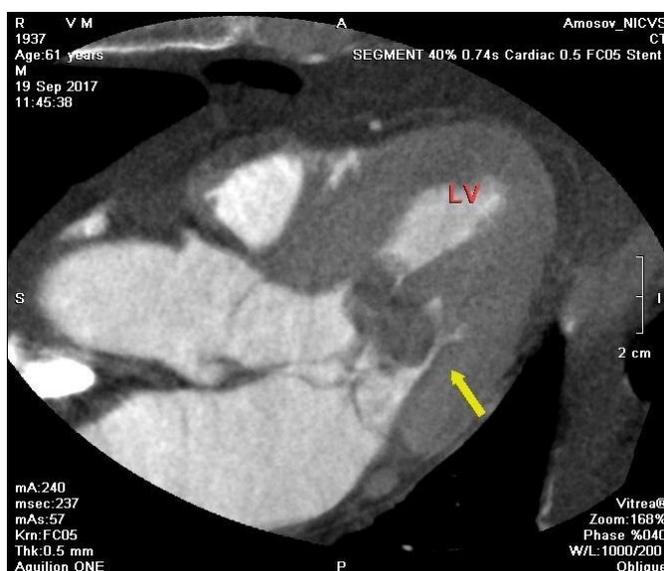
КТ-зображення новоутворення (вказано стрілкою) в ЛШ, розташованого біля переднього папілярного м'яза МК
